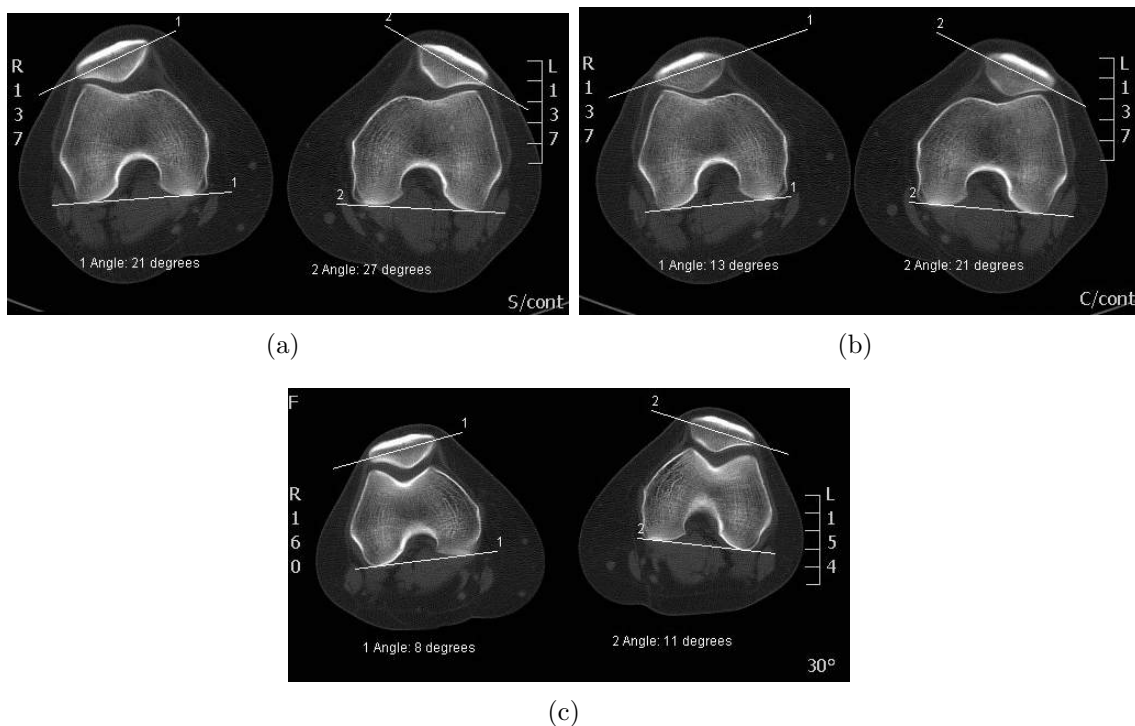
Imagem TC da medição do ângulo de *tilt* rotuliano: (a) Tilt com o membro em extensão, sem contracção; (b) Tilt com o membro em extensão, com contracção; (c) Tilt com o membro em flexão de 30°.
